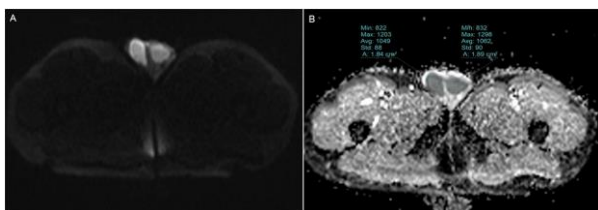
Acute left epididymitis in a 21-year-old patient. On DWI (A) and ADC map (B) both testis signals are observed as nearly equal.
